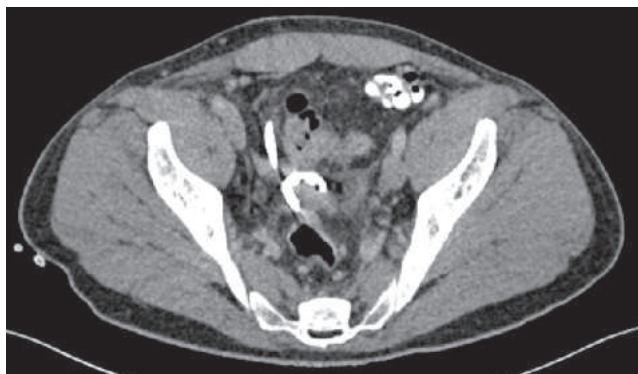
Tomografía simple de abdomen que muestra la presencia de drenaje en hueco pélvico previamente colocado.
